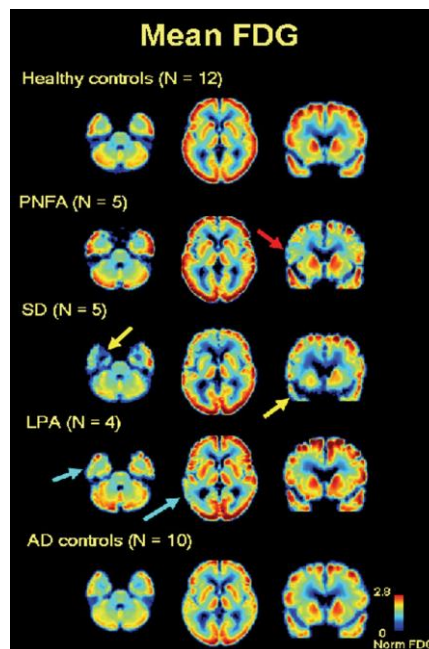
Patrones FDG por síndrome clínico. Los cortes axiales y coronales como muestra de atrofia, imágenes desde la parte superior a la inferior de la imagen. Los controles normales (n=12), Afasia no fluente o agramática (PNFA, n=5), Afasia Semántica (SD, n=5), Afasia Logopélica (LPA, n=4), y enfermedad de Alzheimer (AD, n=10). La afasia agramática está caracterizada por hipometabolismo frontal izquierdo (flecha roja). La afasia semántica por hipometabolismo temporal anterior izquierdo (flechas amarillas) y la afasia logopélica por un hipometabolismo temporoparietal izquierdo (flechas azules). Imagen tomada de Tempini y colaboradores (31).
